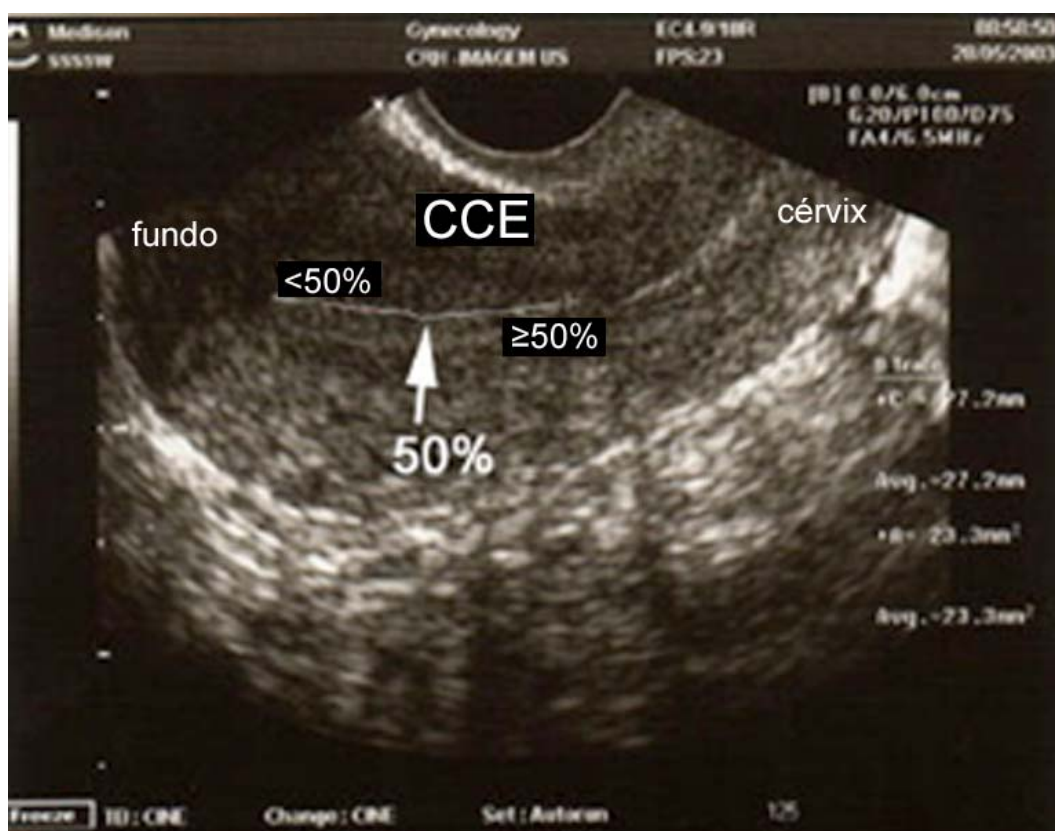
Medida da cavidade endometrial (CCE) realizada com ultrasonografia transvaginal
